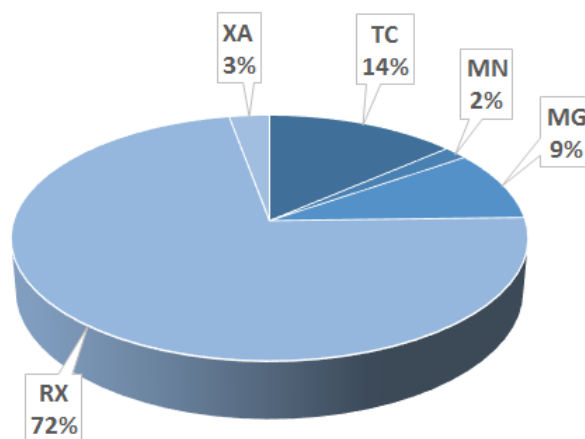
Percentuale degli esami eseguiti nell'anno 2011 in Toscana riferita alla sola numerosità divisa per modalità: TC (tomografia computerizzata), MN (medicina nucleare), MG (mammografia), RX (radiologia tradizionale), XA (radiologia interventistica).
